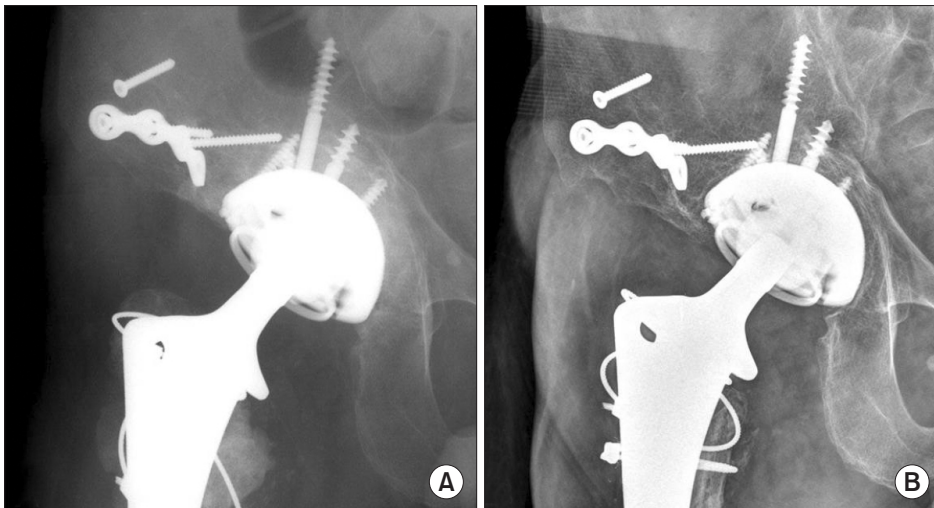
(A) Postoperative radiograph of a 59-year-old male shows usage of a constrained liner during revision surgery. (B) Radiograph obtained postoperative 10 years shows a well maintained constrained liner without re-dislocation or aseptic loosening of the acetabular component.
